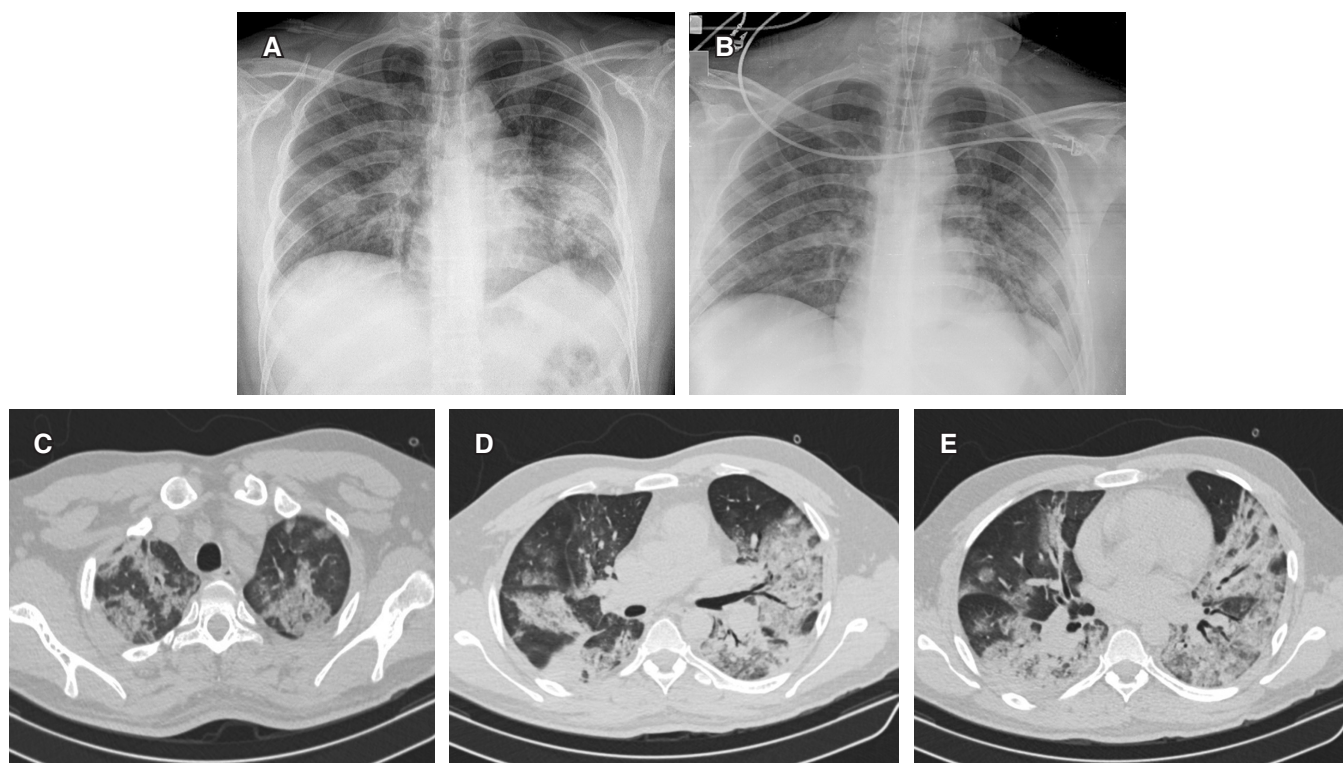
A) Día 1: radiografía de ingreso donde se identifican consolidaciones con broncograma aéreo bilateral, la más evidente en la región parahiliar izquierda. Existe disminución de la expansión pulmonar. B) Día 4: mejoría gradual y progresiva de las zonas de consolidación bilateral, particularmente en el pulmón izquierdo. C) Día 1: tomografía de tórax, corte axial a nivel de los ápices pulmonares, con ventana para pulmón. Se observan múltiples zonas de consolidación de predominio periférico con broncograma aéreo y algunas zonas de vidrio despulido. D) Tomografía de tórax, corte axial con ventana para pulmón. Se observan zonas de consolidación bilateral con broncograma aéreo, asociadas a zonas de vidrio despulido y a engrosamiento septal de predominio izquierdo, donde se aprecia cierto patrón de crazy paving. E) Tomografía de tórax, corte axial con ventana para pulmón. Se observan zonas de vidrio despulido de predominio periférico (en los segmentos posteriores), con algunas zonas de consolidación parcheadas, y engrosamiento de los septos interlobulillares.
